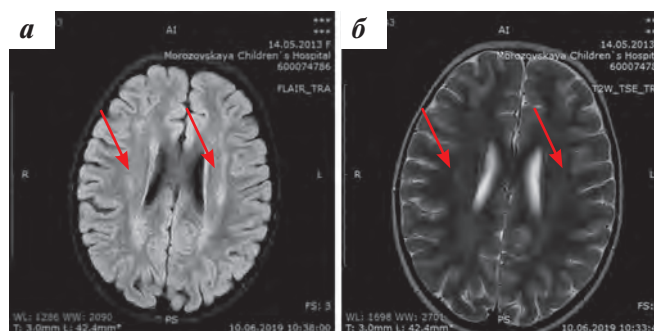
МРТ головного мозга от 10.06.2019, выполненная через 2 мес от дебюта очаговой неврологической симптоматики: в режимах FLAIR (а) и T2 (б) наблюдаются симметричные гиперинтенсивные очаги в белом веществе обоих семиовальных центров (указаны стрелками)
